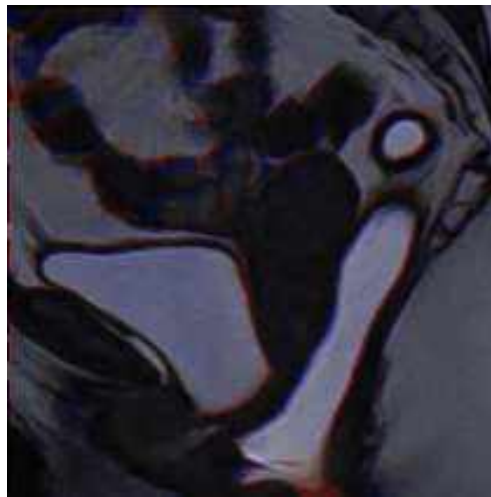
Registro de Defecografia. (a) Imagem inicial S_2 ; (b) A imagem objetivo T_2 , (c) o campo de deslocamento $u^{curv}(x)$; (d) o campo de deslocamento $u^{dif}(x)$; (e) a imagem registrada S_2^{curv} e; (f) a imagem registrada S_2^{dif} (SALTO et al., 2014).
